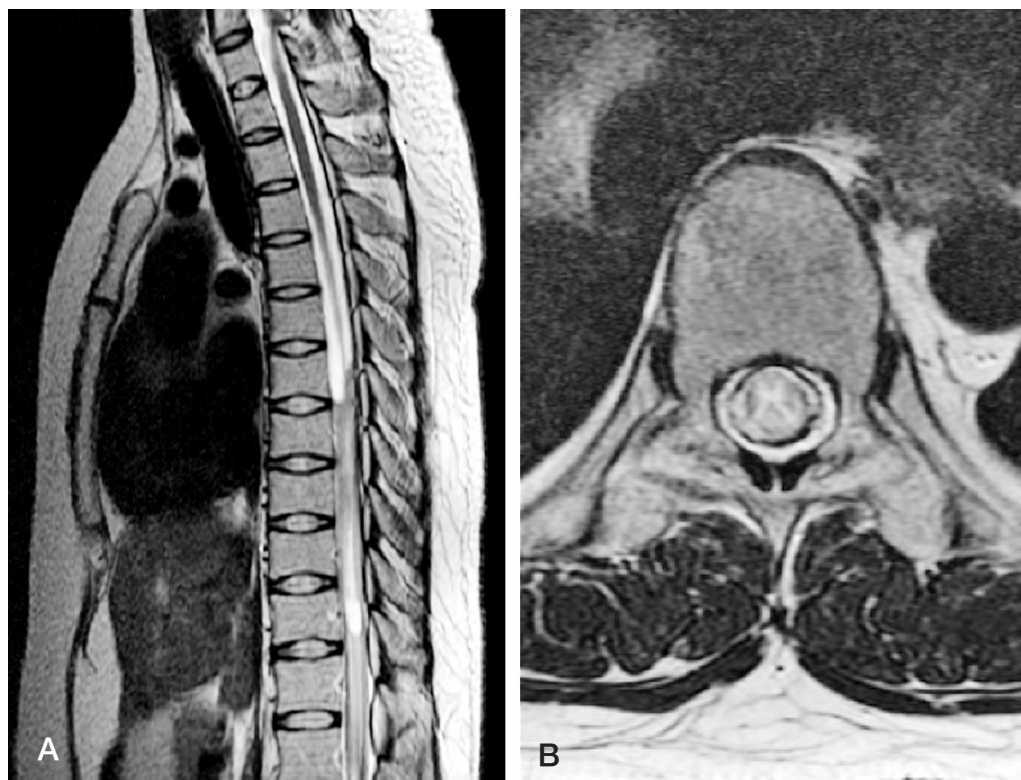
Preoperative magnetic resonance images. (A) Sagittal T2-weighted image of T6-T11 demonstrates tuberculous myelitis and arachnoiditis. (B) Axial T2-weighted images show the cord swelling and thickening of the dural sac.
